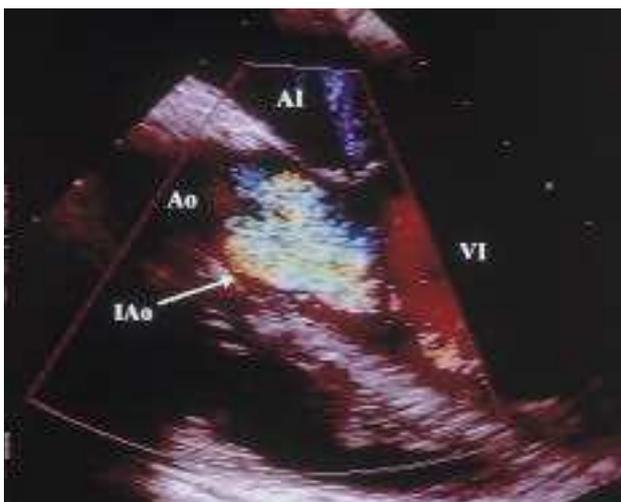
Ecocardiograma transesofágico mostrando progresión en la severidad de la insuficiencia aórtica tras la reconstrucción valvular. Al: aurícula izquierda; VI: ventrículo izquierdo; Ao: aorta; IAo: insuficiencia aórtica.
